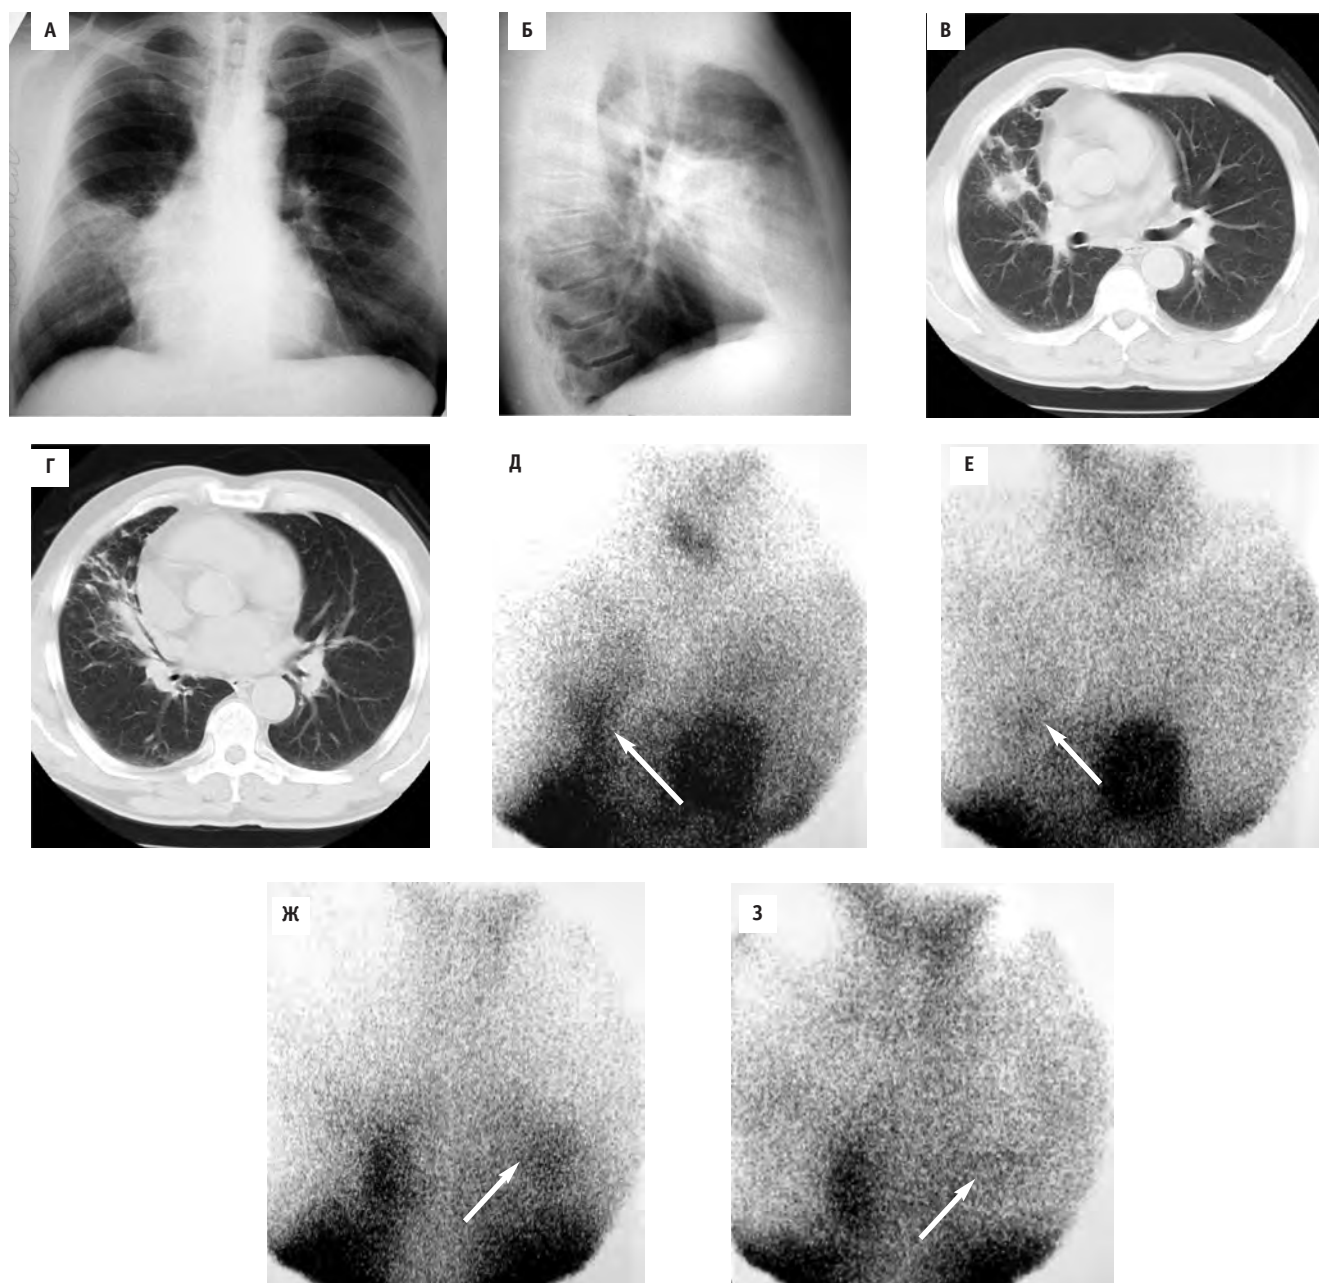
Больной Д., 65 лет. Хронический абсцесс средней доли правого легкого. На рентгенограммах в прямой (а) и боковой (б) проекциях — среднеинтенсивное затемнение средней доли правого легкого с признаками смещения срединной тени вправо. По данным КТ (в, г) в уменьшенной за счет фиброзных изменений средней доле правого легкого определяется округлое мягкотканной плотности образование с наличием низкоплотной структуры в центре. Лимфоузлы средостения не увеличены. На скintiграммах в прямой передней (д, е) и задней (ж, з) проекциях в раннюю (д, ж) и отсроченную (е, з) фазы исследования в области средней доли правого легкого определяется участок гиперфиксации РФП, интенсивность которой в динамике снижается, нечеткость контуров возрастает. ($ER = 1,83$, $DR = 1,50$, $RI < -0,199(ER) + 1,169$). Положительная динамика в виде прогрессирующего уменьшения объема воспалительного субстрата, опухолевый процесс отвергнут
